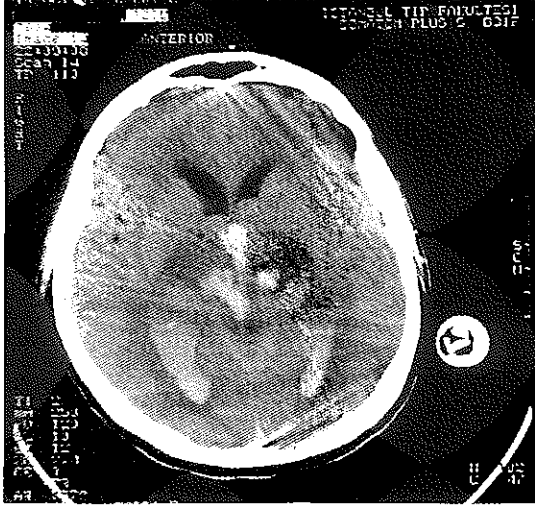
Beyin sapından kaynaklanan yaygın kanama (aksiyel BT).
